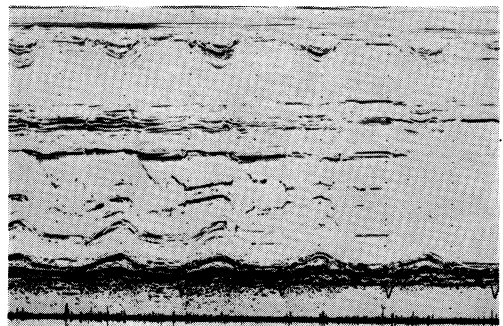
Echocardiogram at the 2nd admission showing remarkable hypertrophy of the IVS and B-B' step in the mitral valve. LVD was not dilated, though RVD slightly dilated.
